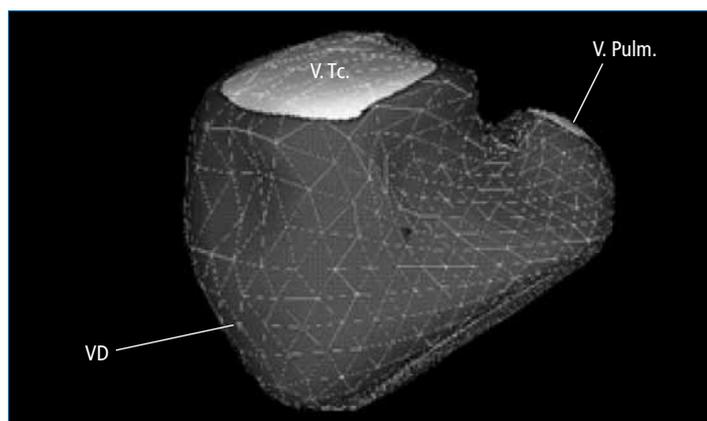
Ecocardiograma 3D de ventrículo derecho. V. Tc.: válvula tricúspide. V. Pulm.: válvula pulmonar.
